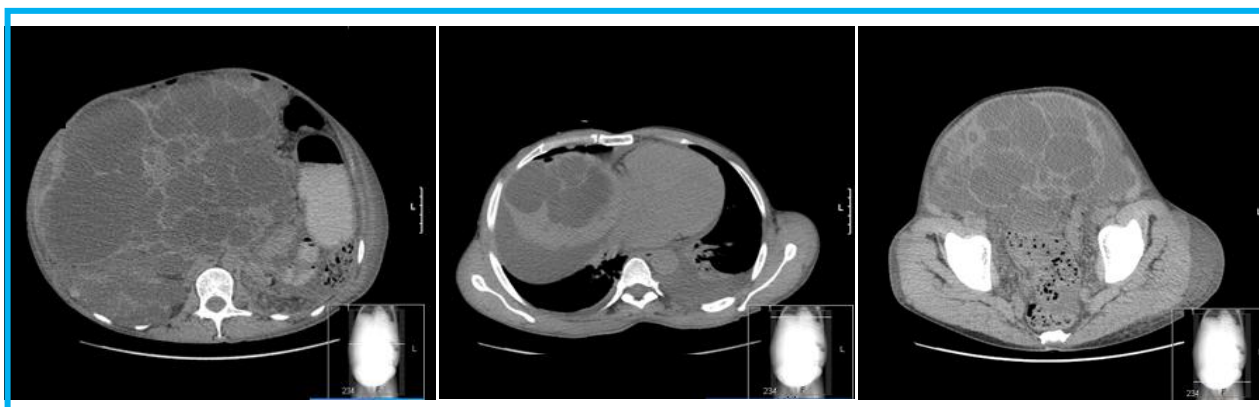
TC abdomino-pélvico corte axial pré-transplante do doente do caso 2
